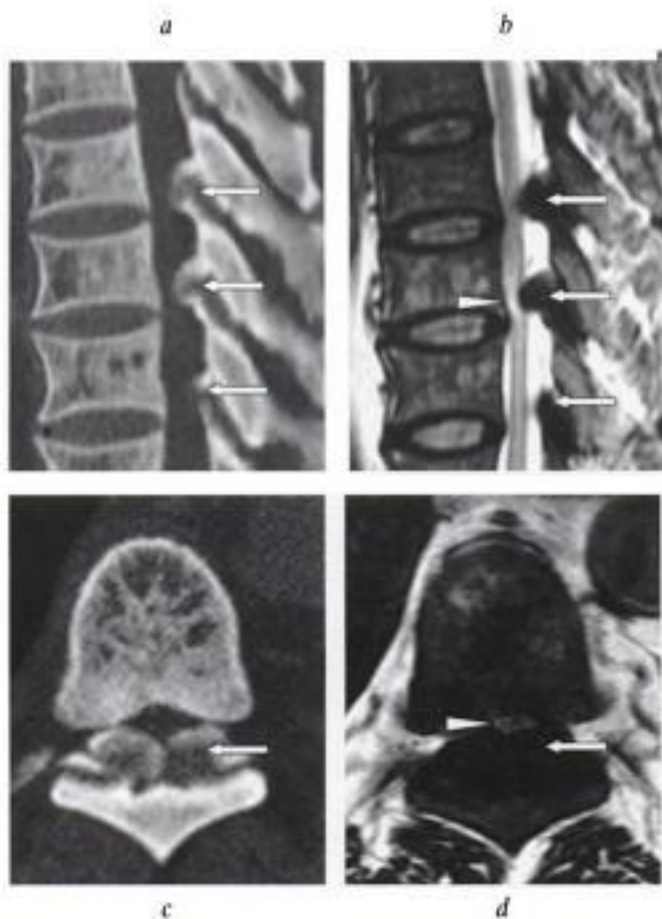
Ossification des ligaments jaunes dans le cadre d'un diabète phosphaté (rachitisme vitaminorésistant). a) reconstruction TDM sagittale et b) IRM en coupe sagittale T2 : ossifications des ligaments jaunes (flèches) déterminant un rétrécissement canalaire sévère à trois niveaux, se compliquant d'une compression de la moelle épinière qui montre des signes de souffrance (tête de flèche en b). c) TDM et d) IRM pondérée T2 en coupes transversales : ossifications ligamentaires postérieures (flèches) et compression de la moelle épinière (tête de flèche en d).
